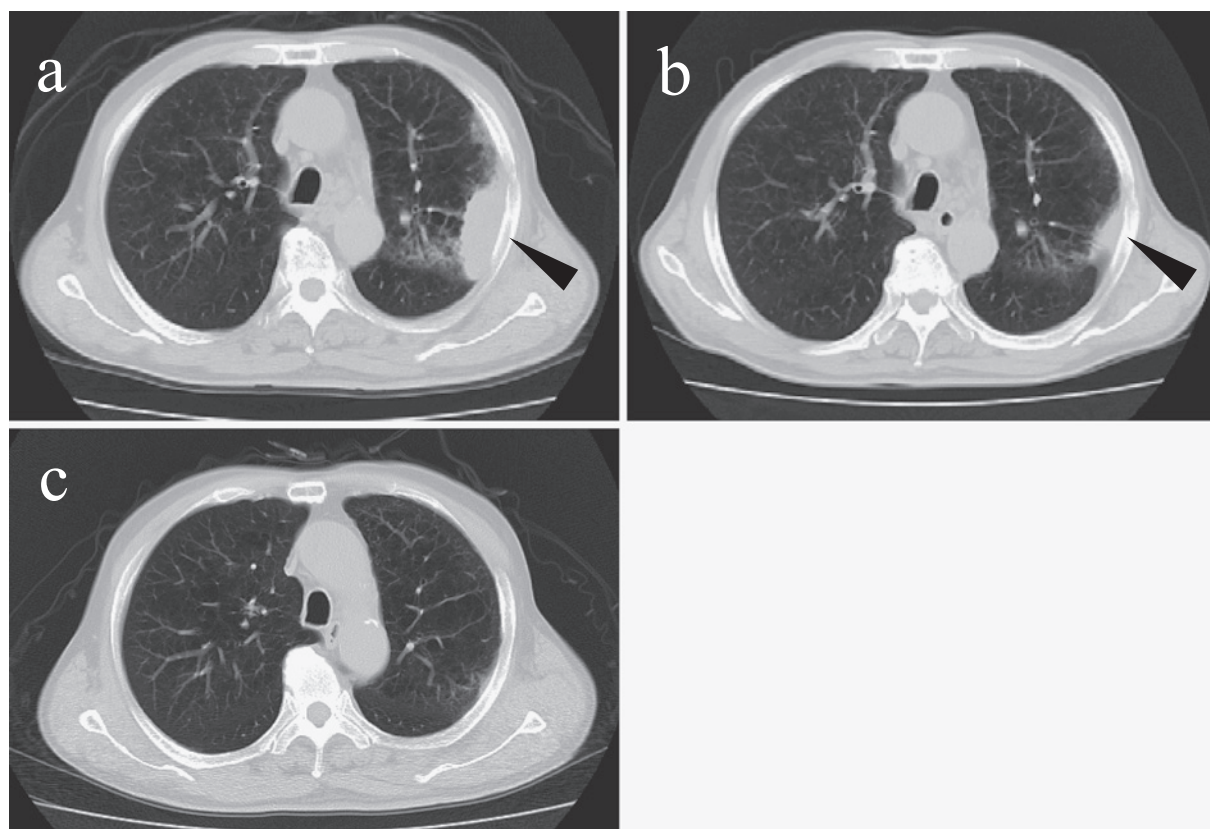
Chest CT on admission showing tumor with a funicular shadow in left upper lobe (a). Chest CT after erlotinib therapy for 1 month showing regression of tumor volume (b). In spite of erlotinib discontinuation for more than 2 years, chest CT shows no recurrence of tumor (c).
